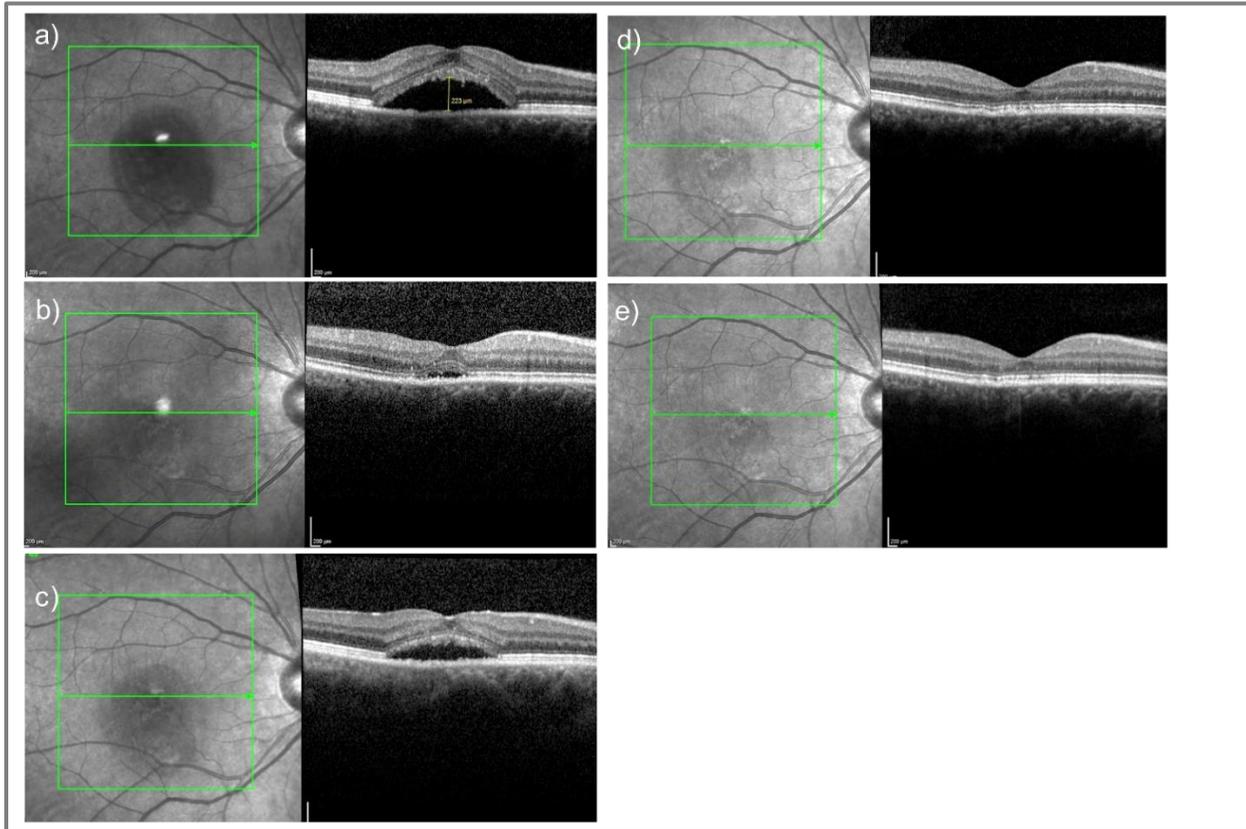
Optische Kohärenztomographie eines Beispielpatienten: a), b) Baseline und Visit 3 eines 50jährigen, männlichen Patienten mit non-resolving CRCS. Bestkorrigierte Sehschärfe war 0.2 logMAR bei Baseline und bei Visit 3. c) Rezidiv und Verschlechterung der Sehschärfe auf 0.3 logMAR; erneuter Start der Therapie mit Spironolacton. d), e) Visiten 9 und 12 mit komplett resorbierter subretinaler Flüssigkeit und Anstieg der Sehschärfe auf 0.1 logMAR.
